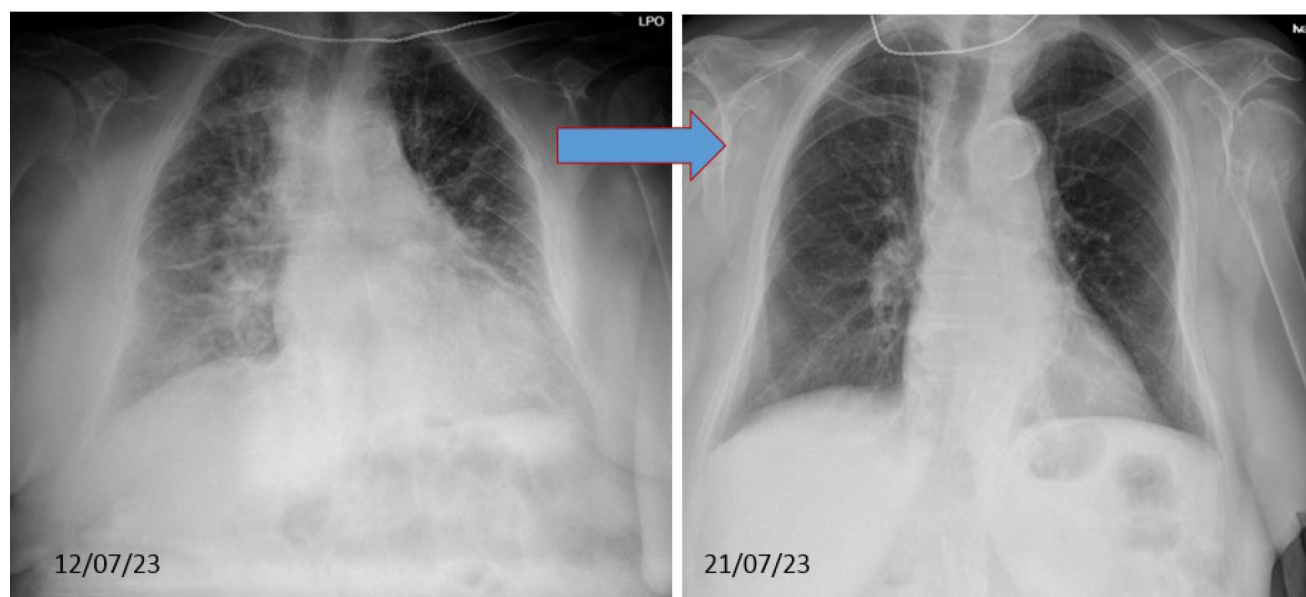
Рентгенограмма органов грудной клетки больной К. от 12.07.2023 и 21.07.2023
